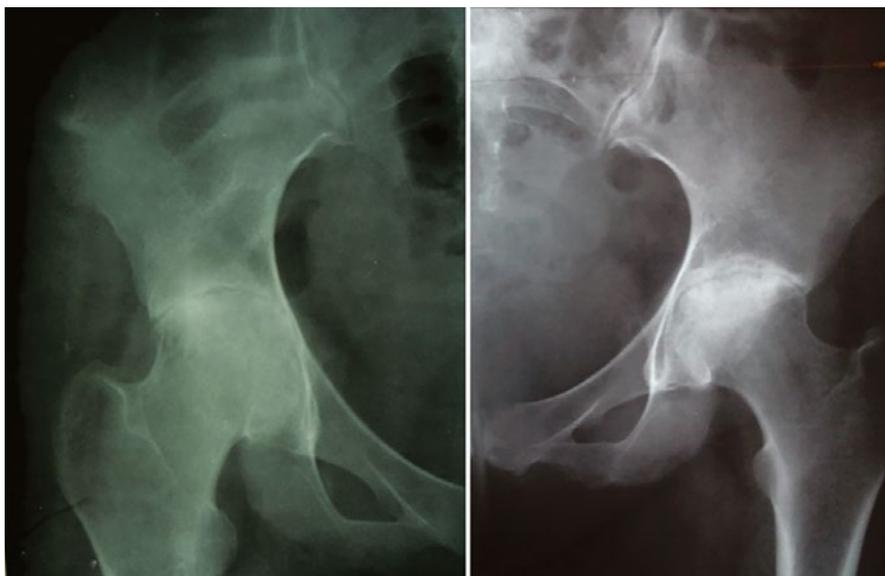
Рентгенограммы тазобедренных суставов до замены на искусственные
